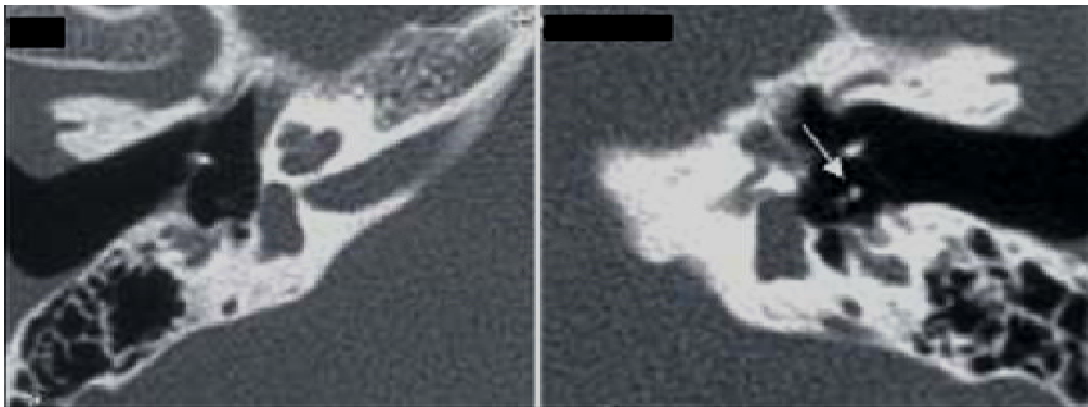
Coupes TDM axiales comparatives centrées sur la partie inférieure de la chaîne ossiculaire [B]
